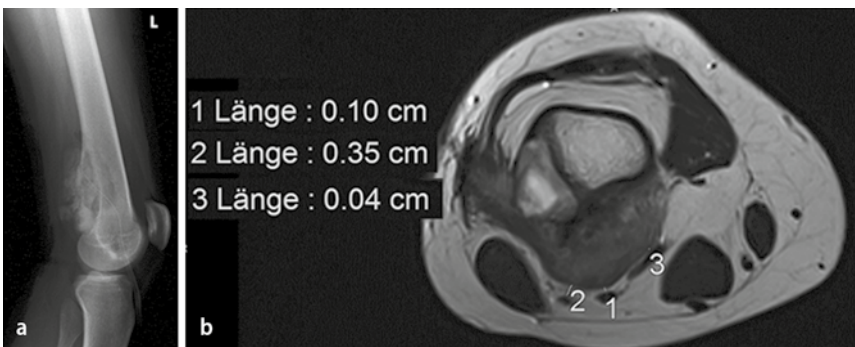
▲ a Nativröntgenbild seitlich. b MRT, axiale Schichtführung. Typisches Osteosarkom des distalen Femurs. Die geplant erzielbaren Resektionsabstände liegen unter 5 mm
